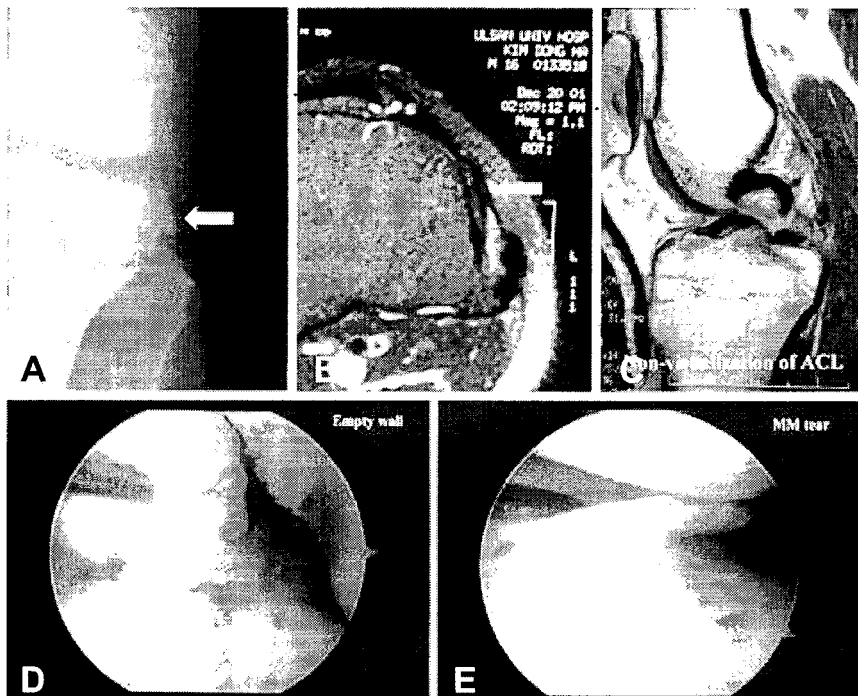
An 17-year-old man: post injury 8 months (A) Plain AP view demonstrates a triangular shaped spur-like lesion which is projected inferolaterally (arrow). (B) The spur-like lesion is located on just posterior to the Gerdy's tubercle in axial MRI (arrow). (C,D,E) Loss of ACL and medial meniscal tear in sagittal MRI and arthroscopic view.
